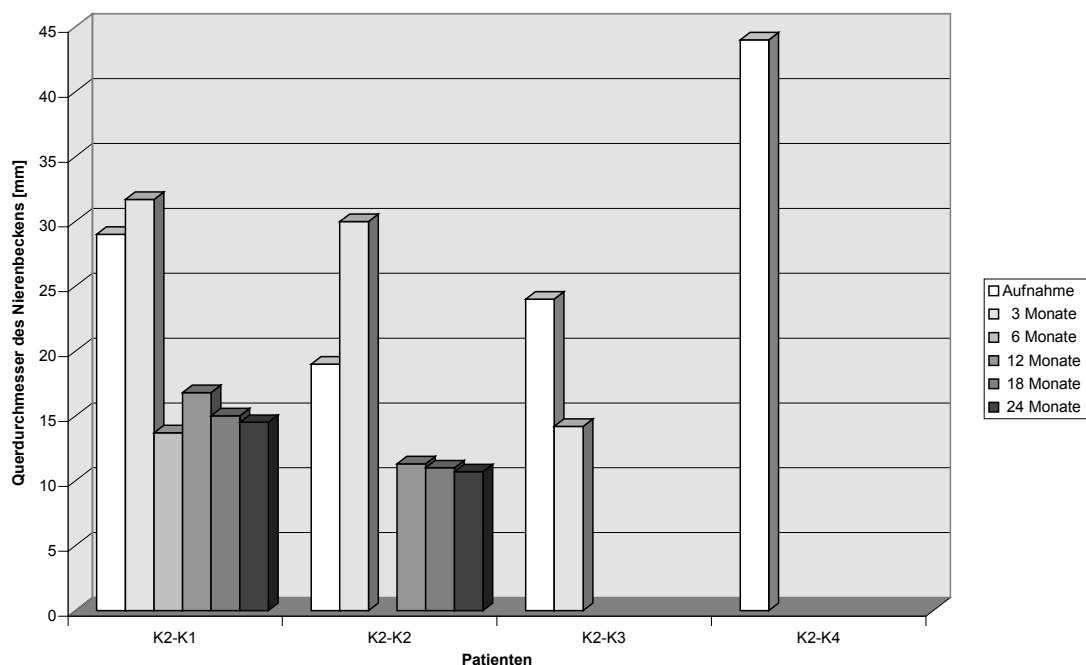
Kontrollgruppe mit obstruierter Hydronephrose und kontralateral reduzierter Funktion - Querdurchmesser des Nierenbeckens in der Sonographie
